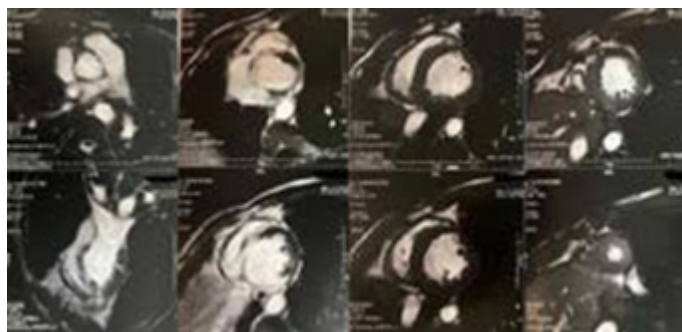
IRM cardiaque montrant une atteinte myocardique d'allure inflammatoire intéressant la paroi inférieure et latérale
